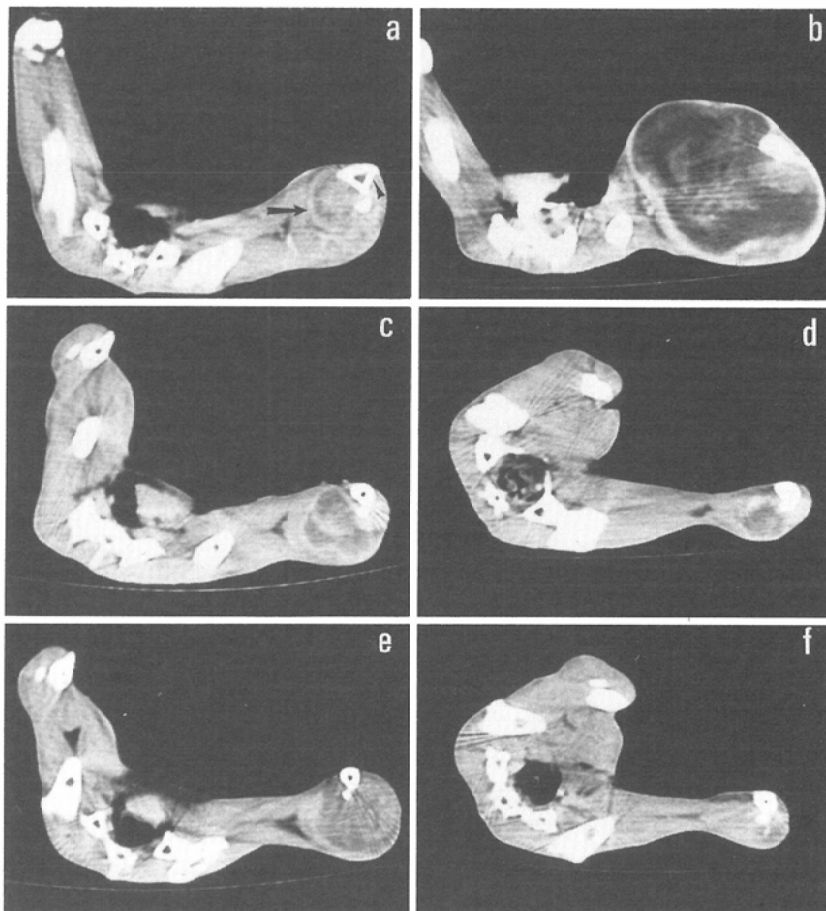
Contrast enhanced CT images of VX2 tumor in left hind leg. (Tumor ; arrow, Left tibia ; arrowhead)
